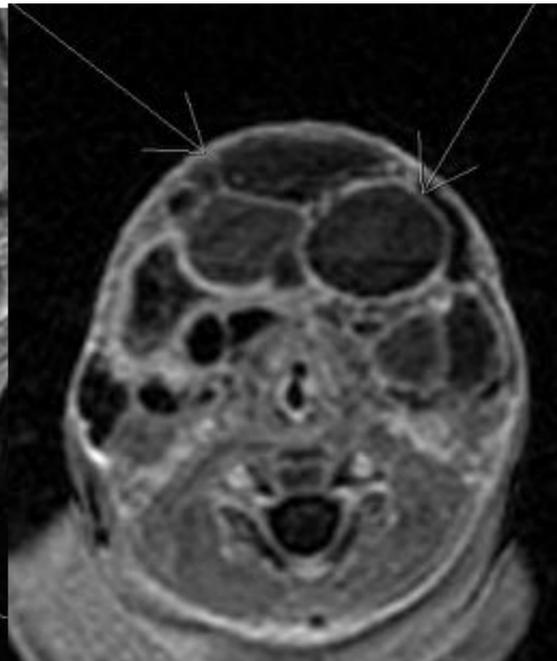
Malformación vascular de tipo mixto (vasculo-linfática) de localización mandibular y submandibular izquierda con extensión hacia la derecha. En RM post-natal (centro y derecha) se evidencia la multitabicación, los niveles y la heterogeneidad que traducen coágulos y sangrados intraquísticos. Se realizó esclerosis ecoguiada de las cavidades con doxicilina previo aspirado del contenido.
